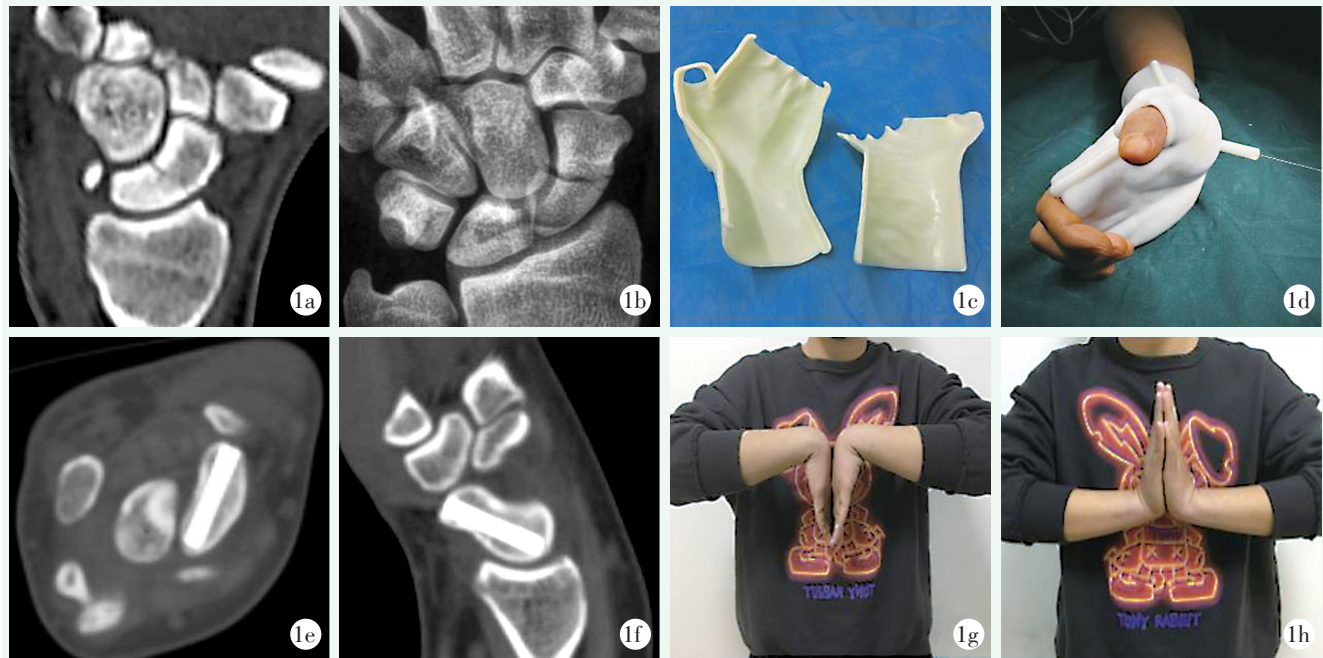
患者男性, 18 岁。1a, 1b: 术前患肢 CT 及 X 线片示腕舟骨骨折; 1c: 个性化导板; 1d: 沿导板设计导孔打入螺钉; 1e, 1f: 术后 2 个月 CT 显示腕舟骨骨折愈合好, 螺钉位于中央区; 1g, 1h: 术后 3 个月患肢腕关节屈伸功能恢复好。
